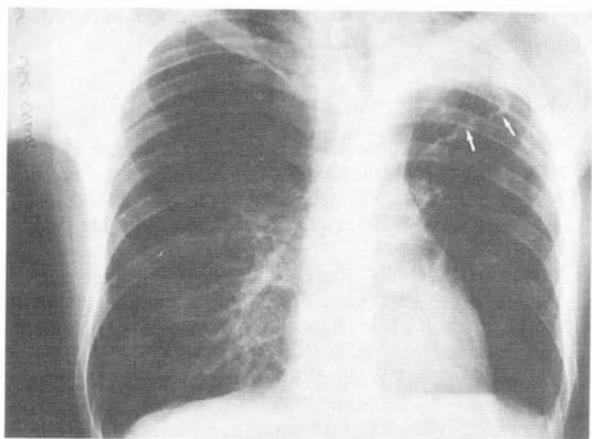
Radiografía postoperatoria. Se observa reexpansión del pulmón izquierdo. En su lóbulo superior se observa la línea de grapas metálicas empleadas en la resección de la bulla (flechas).
